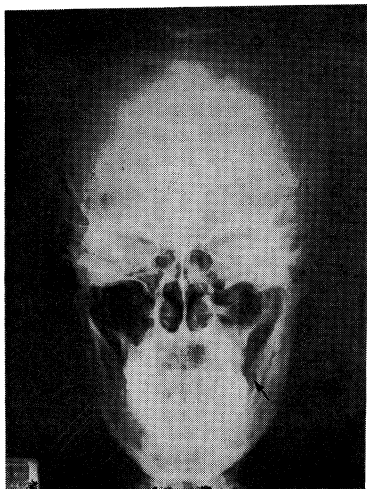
Case 2. Posteroanterior radiograph showing destruction of bone (arrow)
